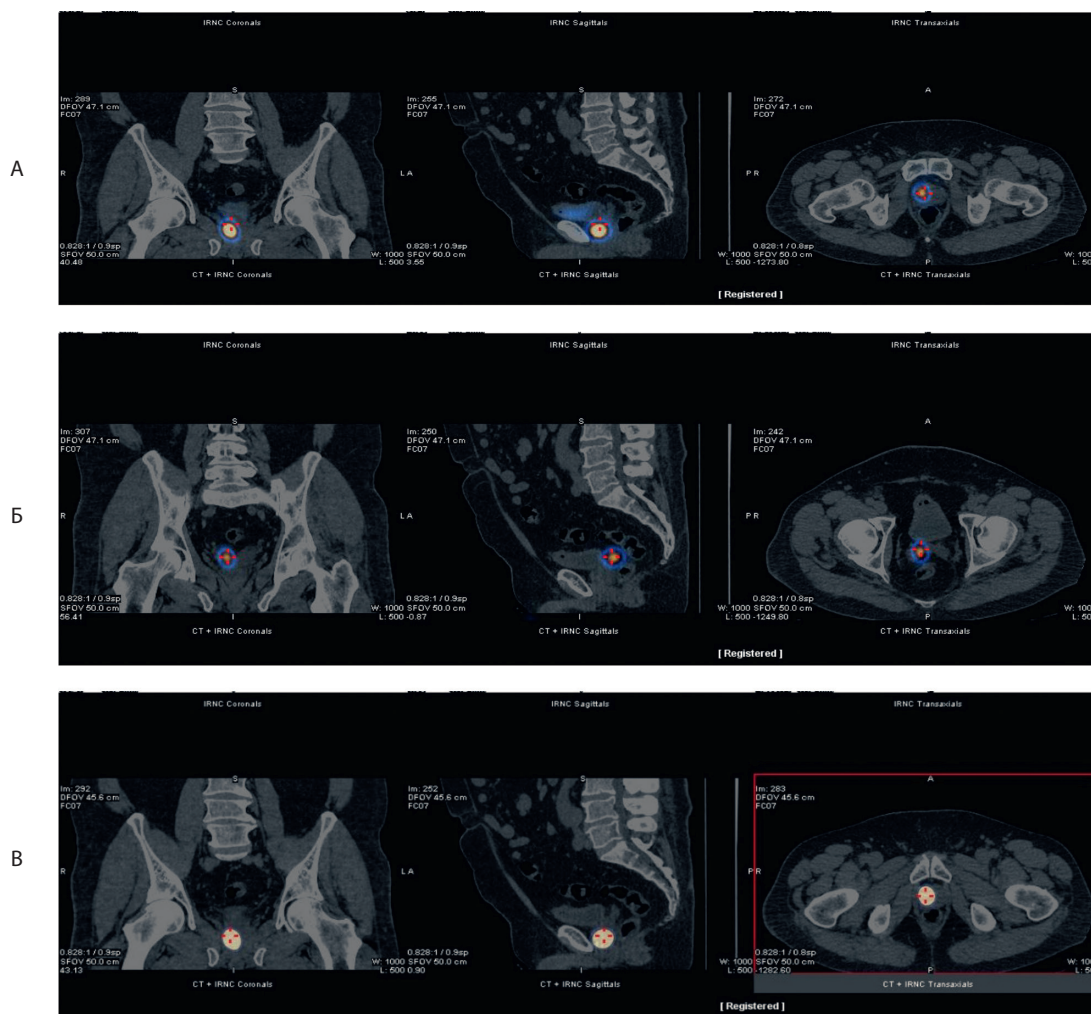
Гибридное исследование ОФЭКТ/КТ пациента ККВ через 30 мин (А), 12 часов (Б) и 24 часа (В) после введения РФП.
